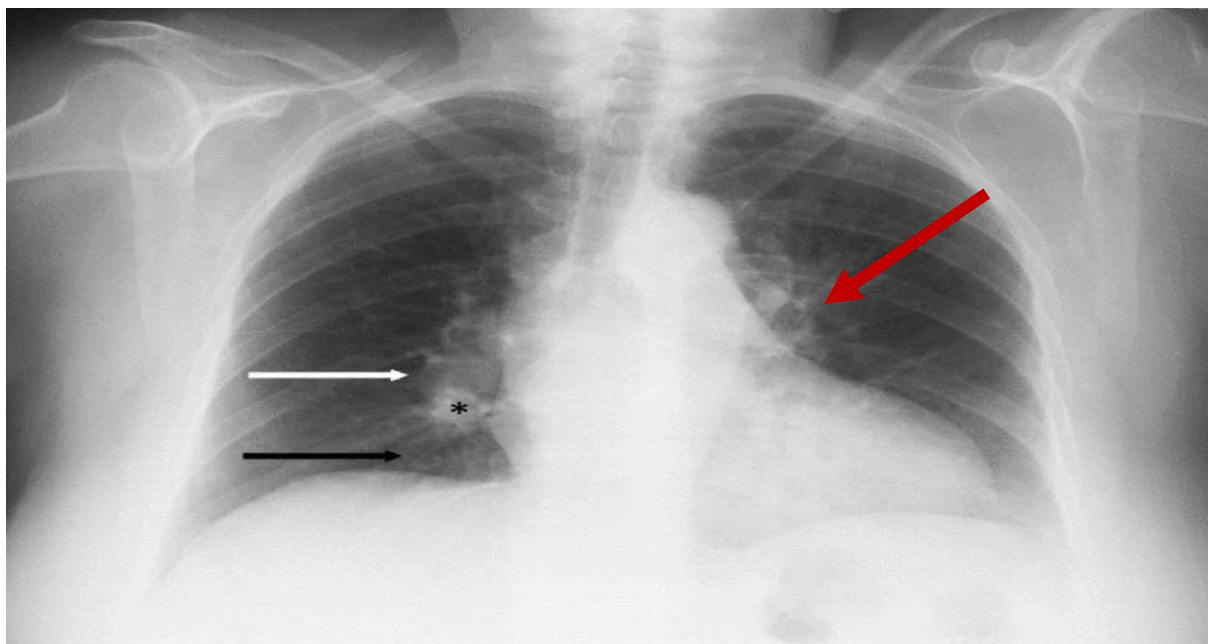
Radiographie thoracique au cours d'une Ep objectivant les signes de Fleischner et de Westermarck(Saliba T, Tack D. Central Pulmonary Embolism Detected on a Chest X-Ray: A Case Report. J Belg Soc Radio)[57]
